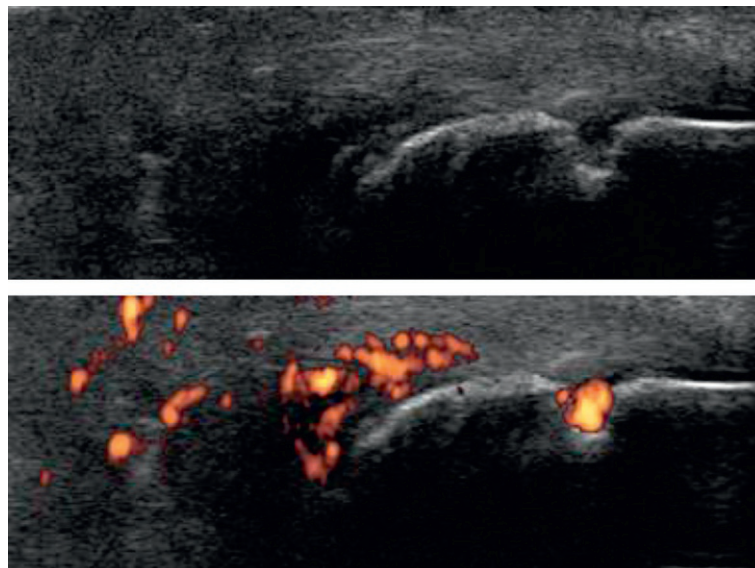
Échographie du tendon d'Achille : enthésite du tendon d'Achille dans le cadre d'une spondyloarthrite.
